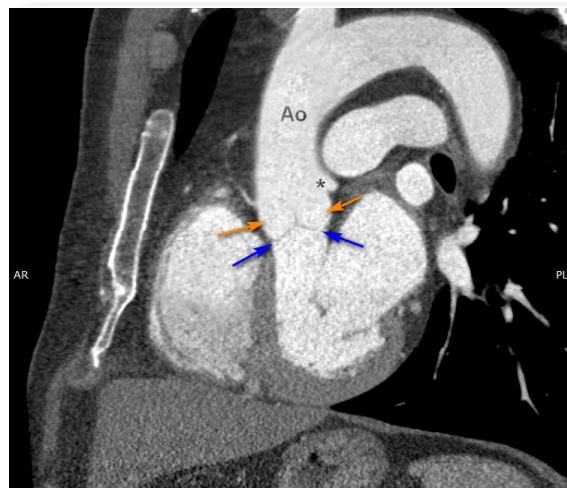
Комп'ютерна томографія органів грудної клітки з контрастним підсиленням. Висхідна аорта (Ao), клапан аорти (синя стрілка), пазухи Вальсальви (помаранчева стрілка), вічко лівої вінцевої артерії (*).
